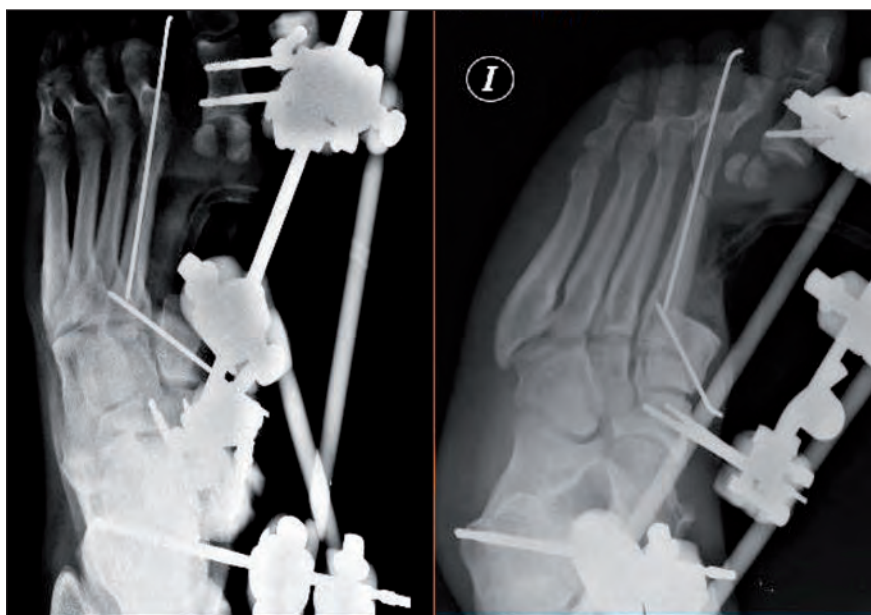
Se muestran las radiografías anteroposterior y lateral de control, tras desbridamiento, exéresis de fragmentos óseos y estabilización provisional mediante agujas de Kirschner y fijación externa.
